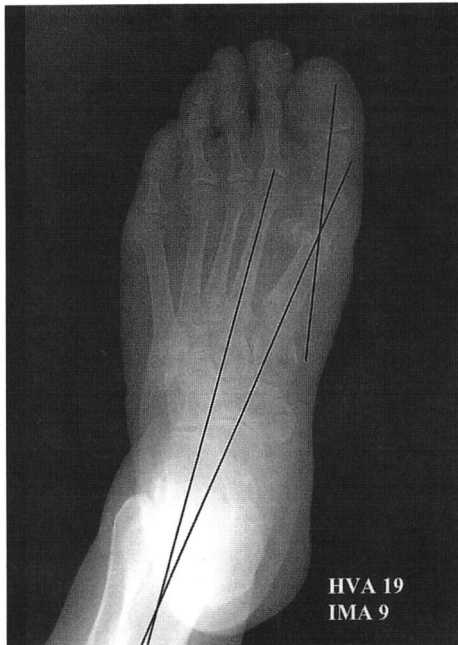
Final follow-up radiography. HVA is 19°, IMA is 9°.
